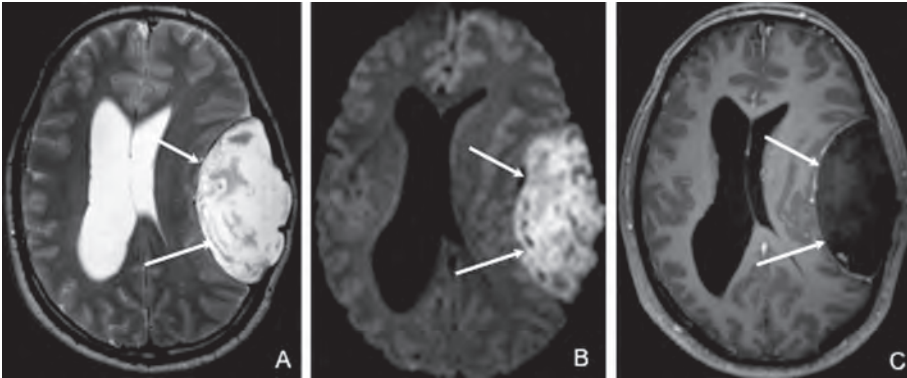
Kyste épidermoïde de la diploë G. IRM, coupes ax T2 (A), diffusion (B), T1 post Gd (C) : kyste épidermoïde (flèches) de la diploë frontopariétale G présentant un franc hypersignal en diffusion, un hypersignal T2 et ne se rehaussant pas après injection de Gadolinium. Ce kyste exerce un effet de masse sur les structures cérébrales sous-jacentes et induit un engagement sous-falcien vers la droite.
